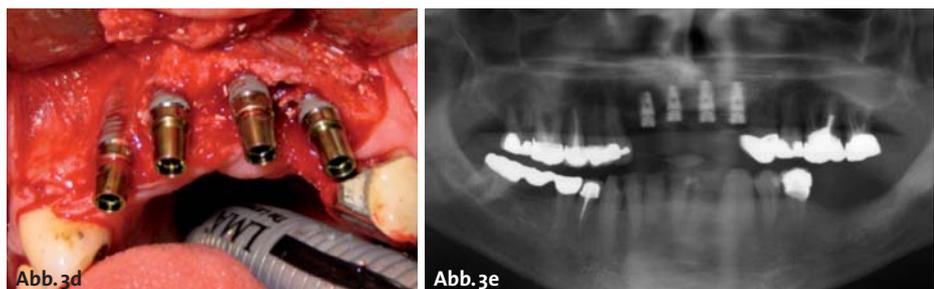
Oberkiefer mit Implantatinsertion mit CT-Schablone. – Abb. 3e: Oberkiefer mit Implantatinsertion im postoperativen Orthopantomogramm.
